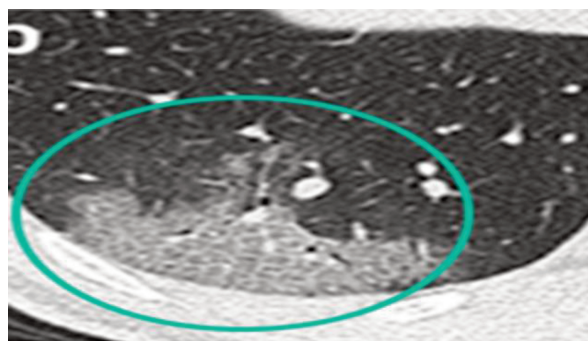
Эффект матового стекла на КТ легких.
